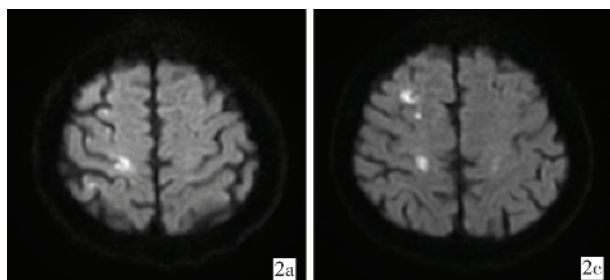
DWI 显示右顶叶皮层梗死(2a)及内分水岭梗死(2b)
